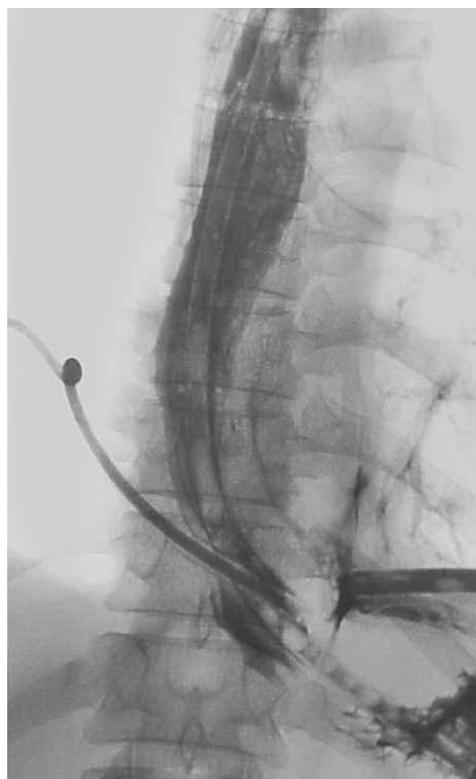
Рентгенограмма. Рентгенконтрастное вещество из пищевода поступает в плевральные полости и эвакуируется по установленным дренажам
